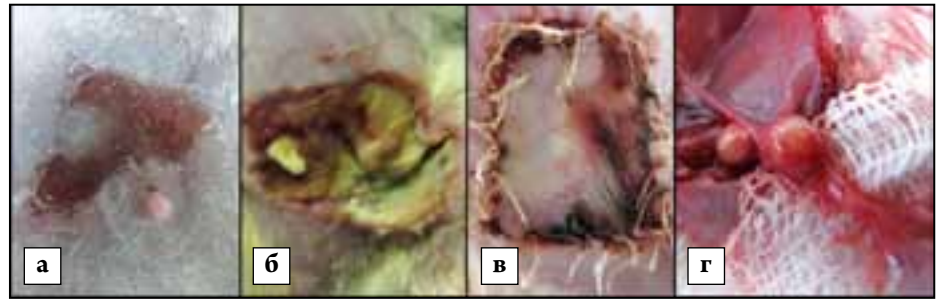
Осложнения, возникающие в послеоперационном периоде при реплантации венозных лоскутов с различными вариантами перфузии венозной сети: а — группа 1, заживление зоны некроза вторичным натяжением, 14-е сутки; б — группа 2, гнойное осложнение, 7-е сутки; в — группа 3, «белый» некроз с участками некроза темно-синего цвета, 5-е сутки; г — группа 4, гнойное осложнение в месте артериовенозных анастомозов, 14-е сутки
